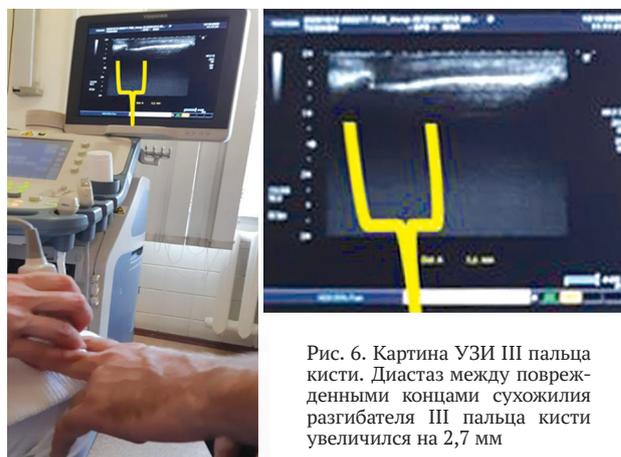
Картина УЗИ III пальца кисти. Диастаз между поврежденными концами сухожилия разгибателя III пальца кисти увеличился на 2,7 мм
